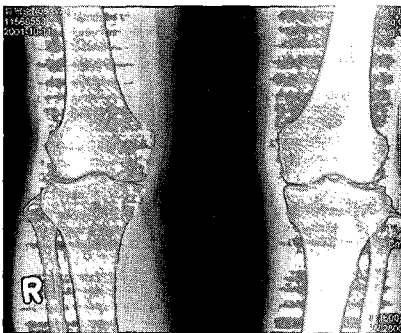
Both Knee X-ray(AP & Lat).
